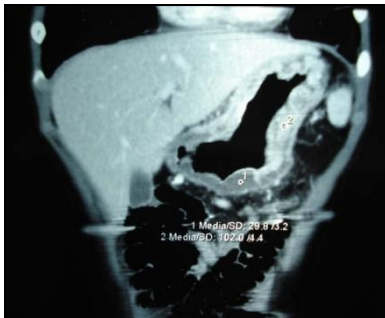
Corte coronario de TC de abdomen donde se aprecia engrosamiento importante de las capas del estómago.
